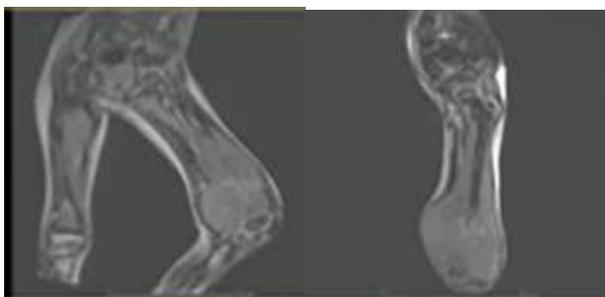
RMN de fémur vista perfil y anteroposterior.
